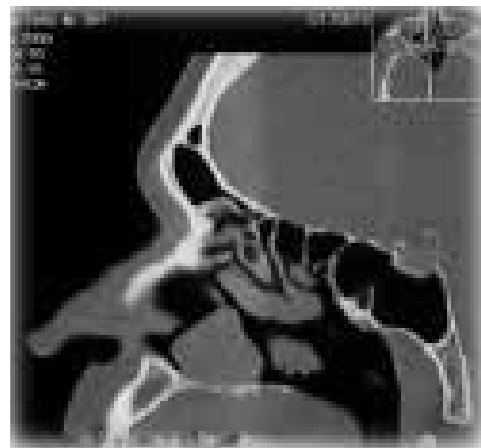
Tomografía de seno paranasales, fase simple, corte sagital. Evidencia de lesión isodensa.
